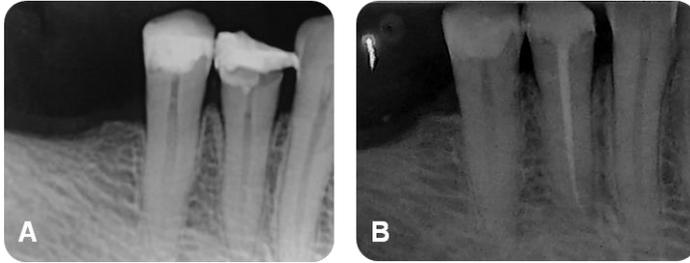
Caso clínico 7. A) Radiografia diagnóstica do dente 44. B) Radiografia final do dente 44.
